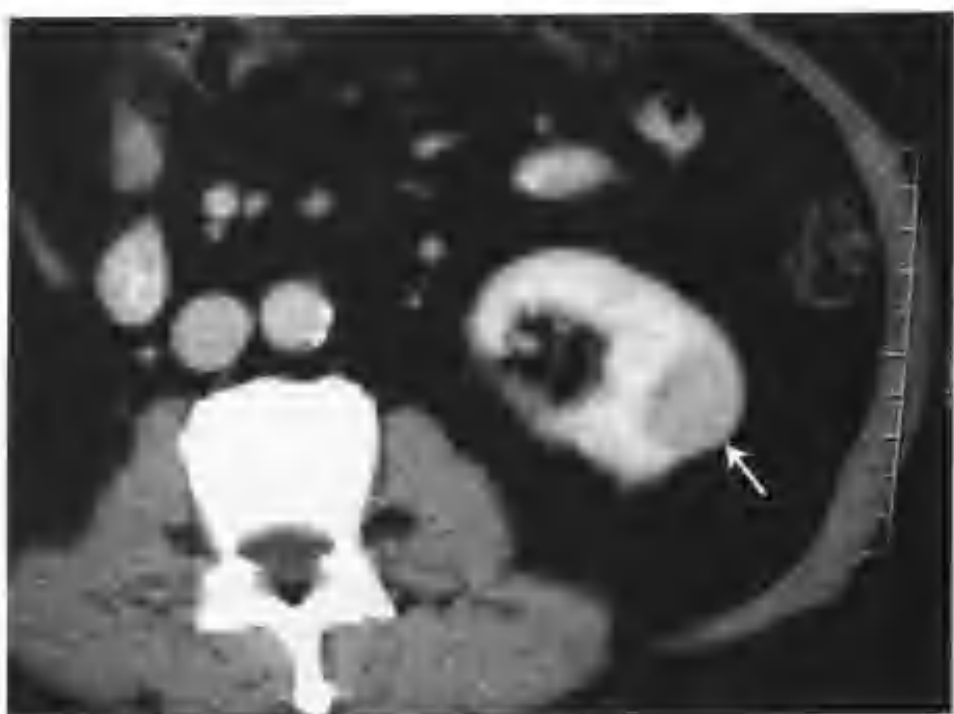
与图 2-1-12 为同一病例，肾实质期肿瘤强化减低，CT 值 90HU (箭头)
